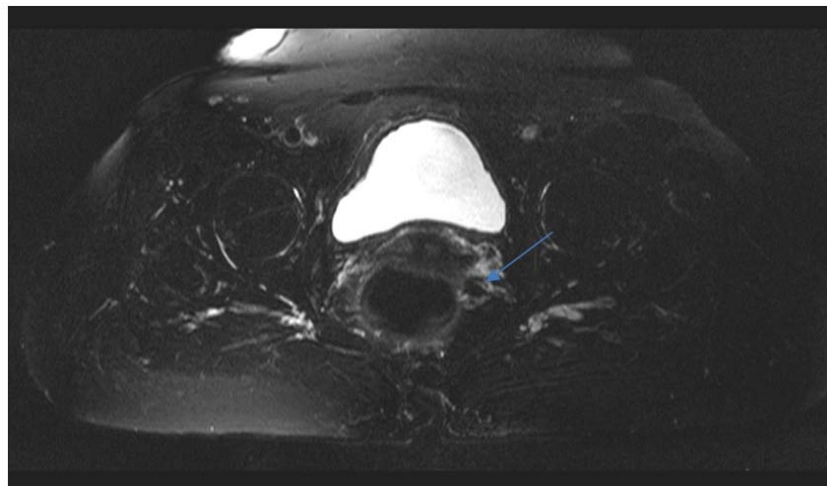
IRM pondérée T2 avec saturation de graisse coupe axiale montrant un ganglion intramésorectal (flèche) associé à une tumeur rectale postérieure chez une patiente de notre série
